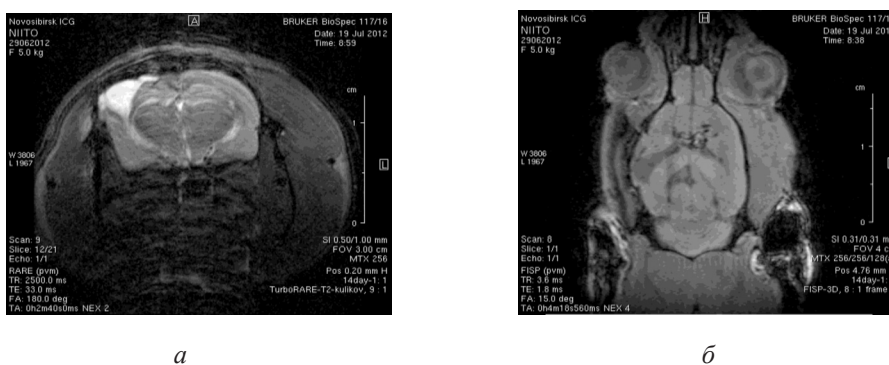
МРТ головного мозга на 14-е сутки после хирургического вмешательства. Изображения получены в режимах FISP и RARE
